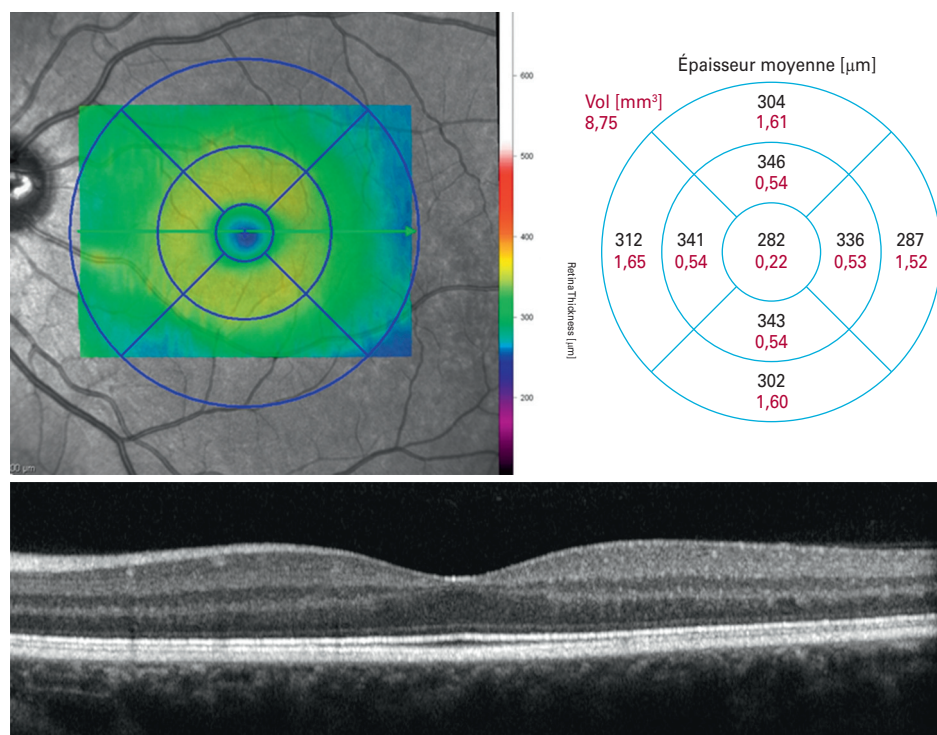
P01-C10-4 Cartographie maculaire en OCT (optical coherence tomography) chez un sujet normal.
